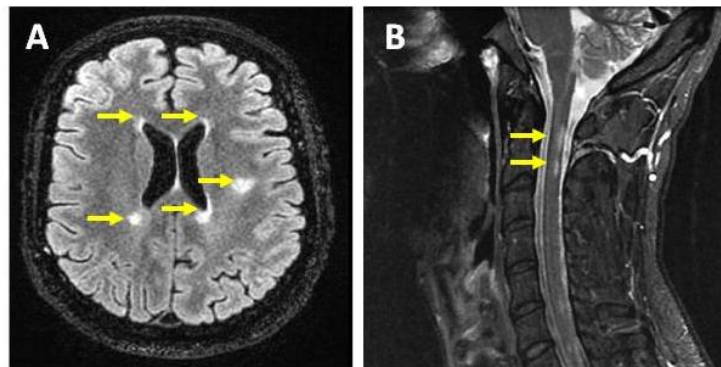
Lesiones típicas en RM en casos con EM. A. Imagen de RM potenciada en T2-FLAIR donde se identifican lesiones periventriculares y en parénquima cerebral (flechas) en un caso de EMRR. B. Lesiones focales en RM (T2-STIR) en médula a nivel cervical en un caso de EMSP (flechas).
